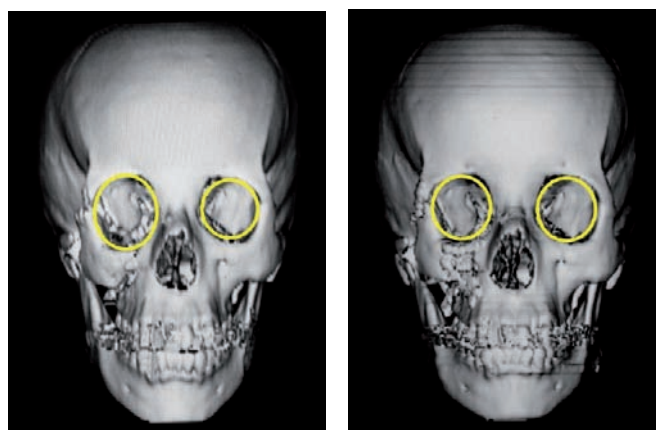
Tomografía con reconstrucción en 3-D antes y después de la cirugía.
